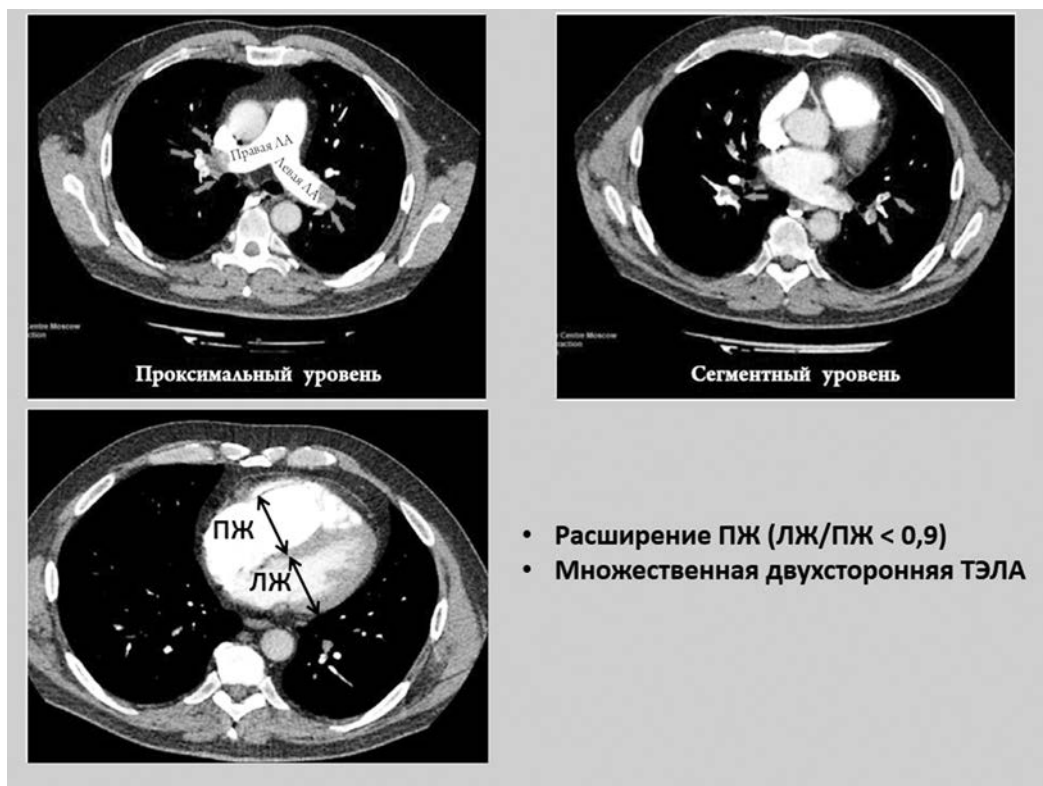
Пример МСКТ больного с множественной двухсторонней ТЭЛА и расширением правого желудочка
